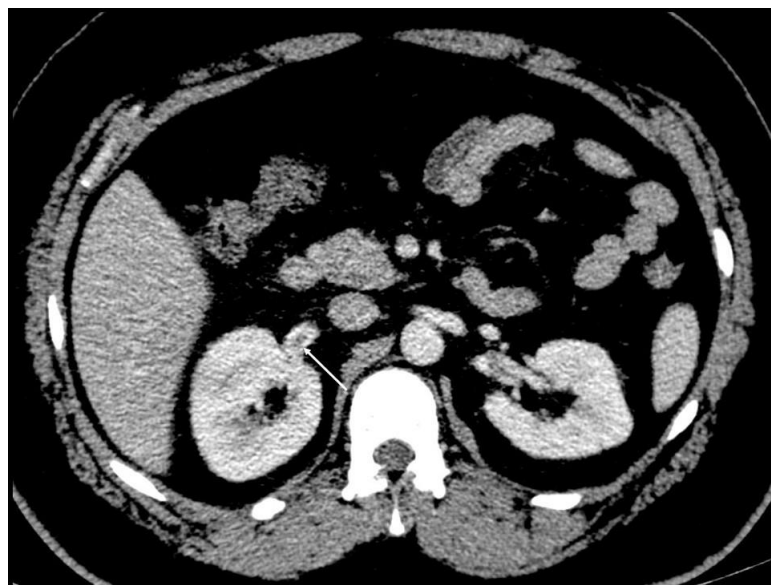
Imagem axial de tomografia do abdome pós-contraste. A seta demonstra imagem hipodensa no interior da veia renal direita, que poderia corresponder a trombo.
